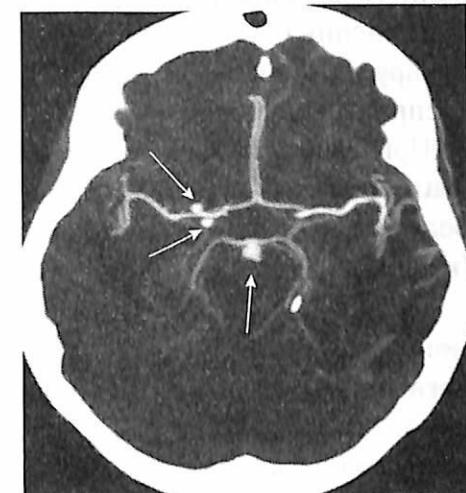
КТ-ангиография. Аневризма правой средней мозговой и основной артерий (стрелки).
